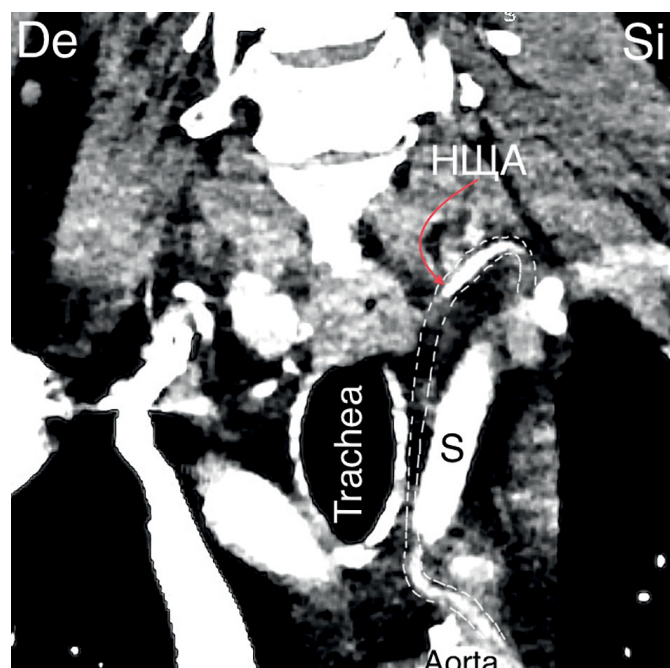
Нисходящая часть НЩА достигает дуги аорты. КТ-ангиография (фронтальный срез). S — a. subclavia.
